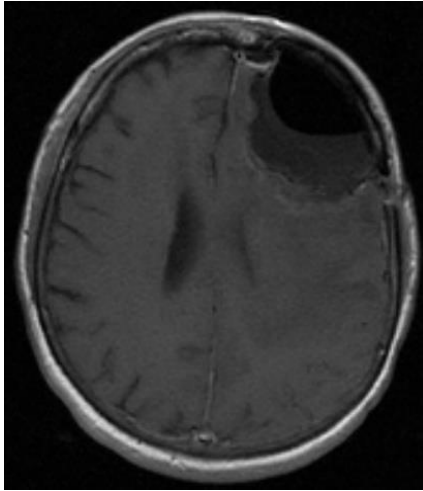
МРТ головного мозга пациентки Л-вой после оперативного вмешательства (контроль)
